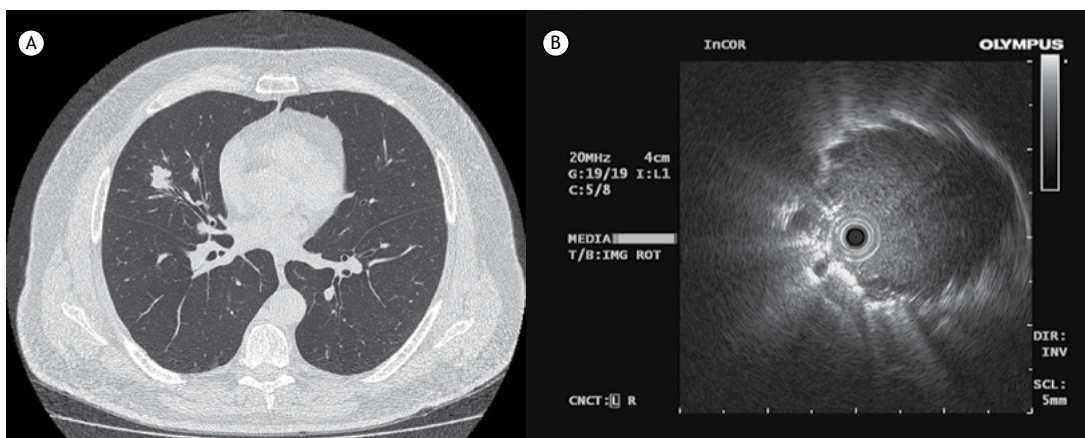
Comparação entre TC (em A) e EBUS com sonda radial com a sonda posicionada dentro da lesão (em B).
